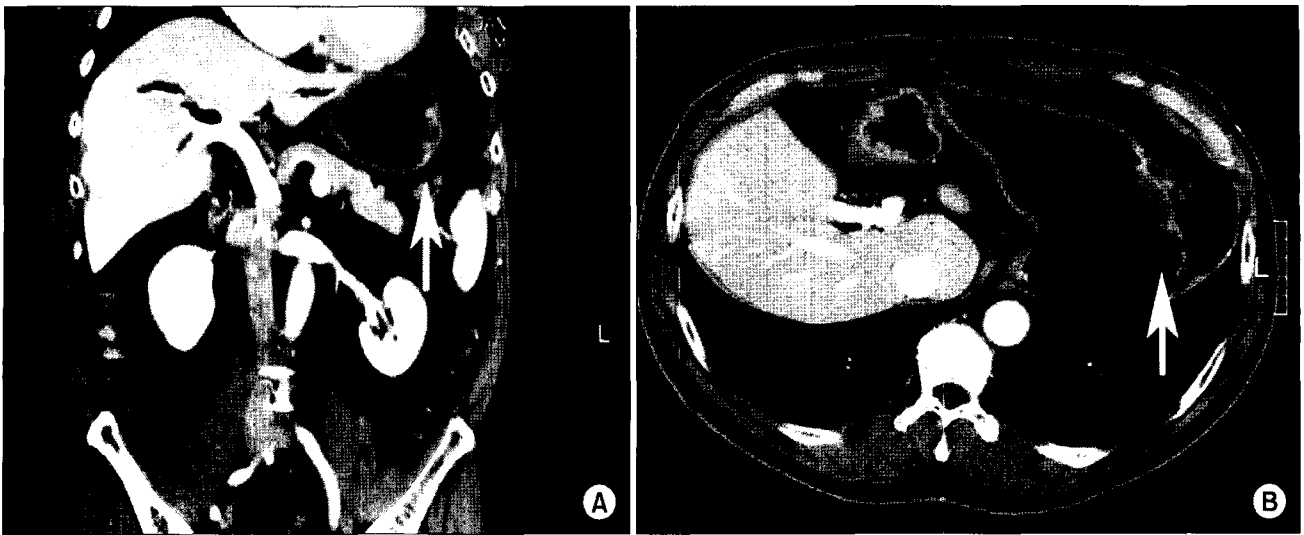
Abdominal CT shows an ulcerative mass located at the greater curvature of gastric body. (A) Cross sectional image and (B) Coronal sectional image.
